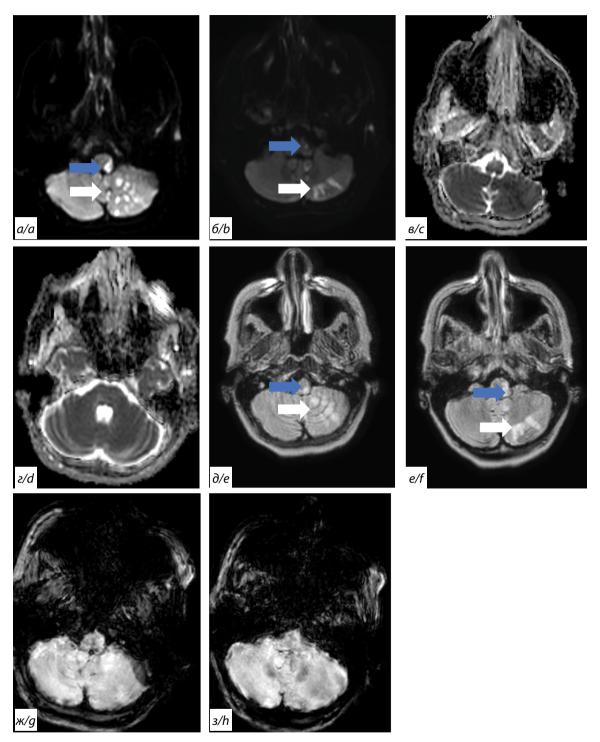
Магнитно-резонансная томография головного мозга пациентки А.
